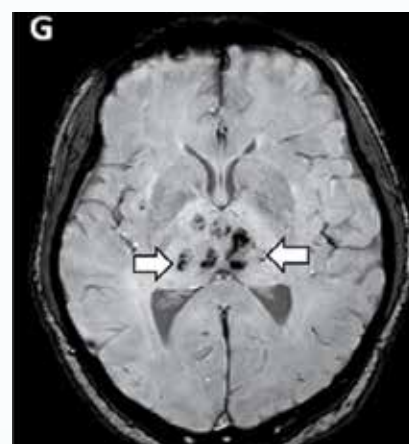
МРТ головного мозга у больной с острой некротической энцефалопатией. Цит. Royiadji et al., 2020. (Объяснение в тексте)
